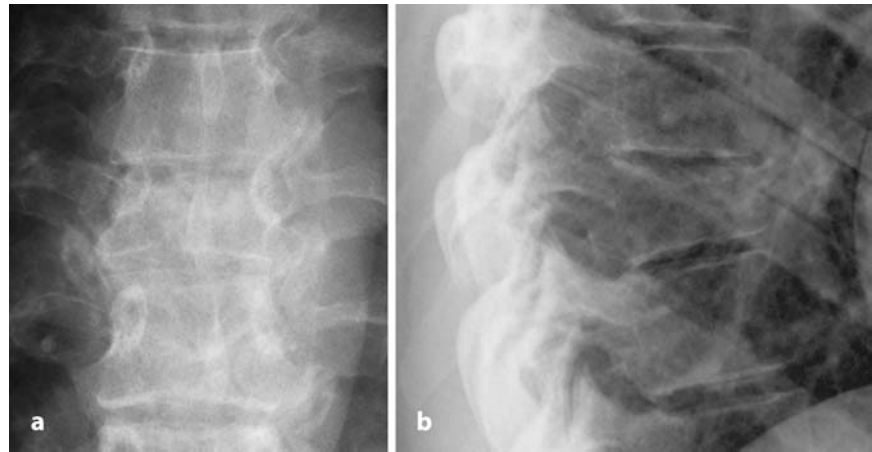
b ▲ Non-Hodgkin-Lymphom des 8. Brustwirbelkörpers. Dieser kommt in den Röntgenaufnahmen (a anteroposterior, b lateral) höhengemindert zur Darstellung. Eine differenzialdiagnostische Abgrenzung etwa gegenüber einem Plasmozytom oder einer Metastase ist kaum möglich
